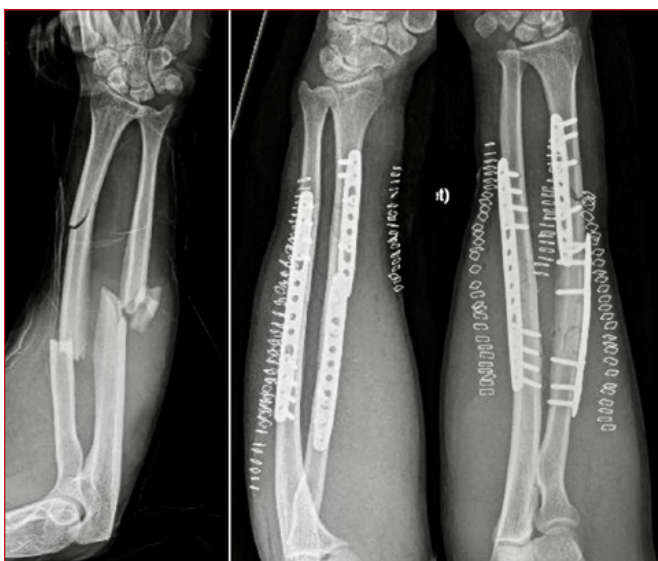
Radiografías pre y postquirúrgicas de fractura segmentaria de radio y conminuta de cúbito con utilización de placas LC-DCP a compresión.
